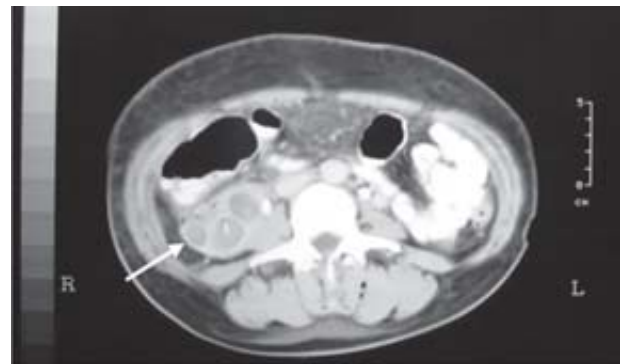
Tomografía axial computada de abdomen. La flecha señala la lesión multiquistica perirrenal derecha.
